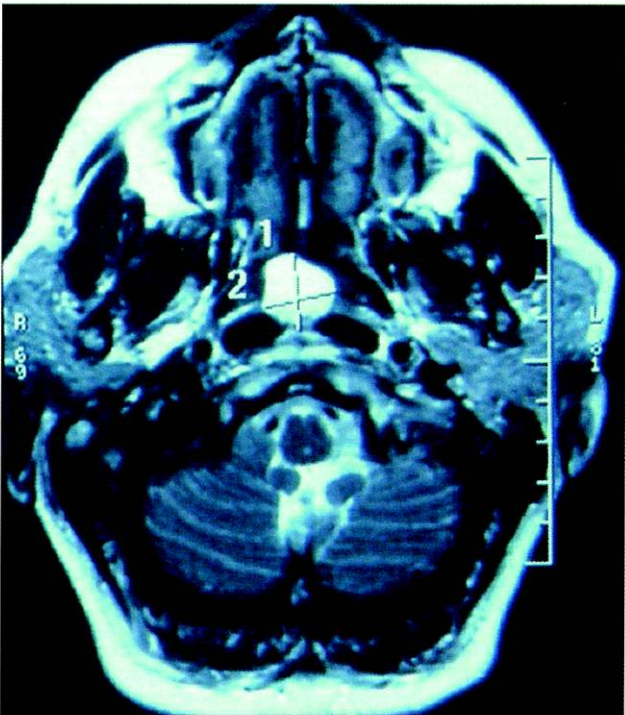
Quisto de Thornwaldt aparece como uma imagem hiperintensa na parede postero superior da nasofaringe (corte axial RMN)
